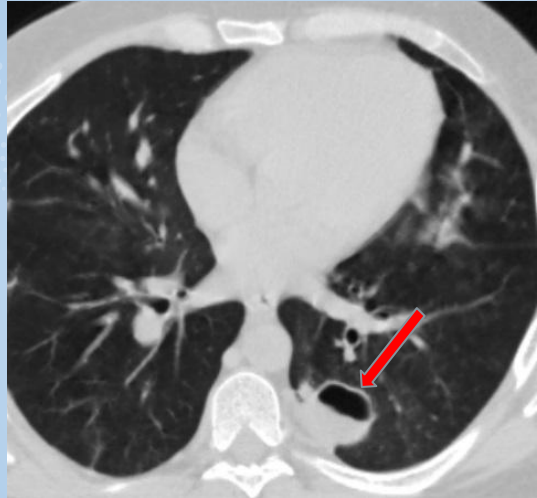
Tuberculosis pulmonar. Tomografía de tórax ventana parenquimatosa: cavidad con nivel hidroaéreo (flecha roja).
